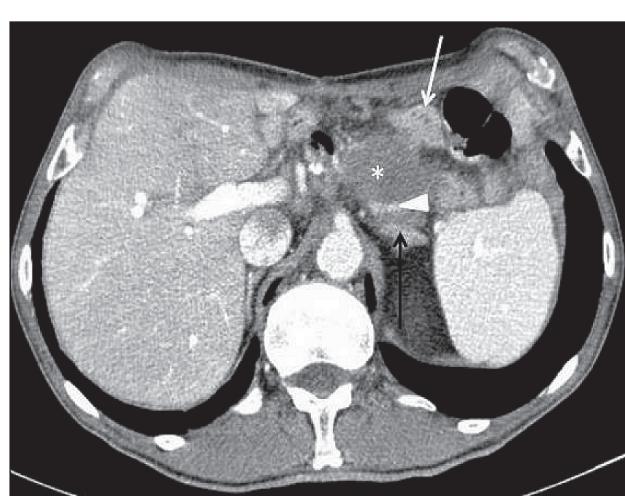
СКТ органов брюшной полости. Рецидивная опухоль в ложе удаленного желудка (звездочка) с вовлечением в процесс отводящей петли тонкой кишки (белая стрелка), селезеночной артерии (головка стрелки) и левого надпочечника (черная стрелка)
